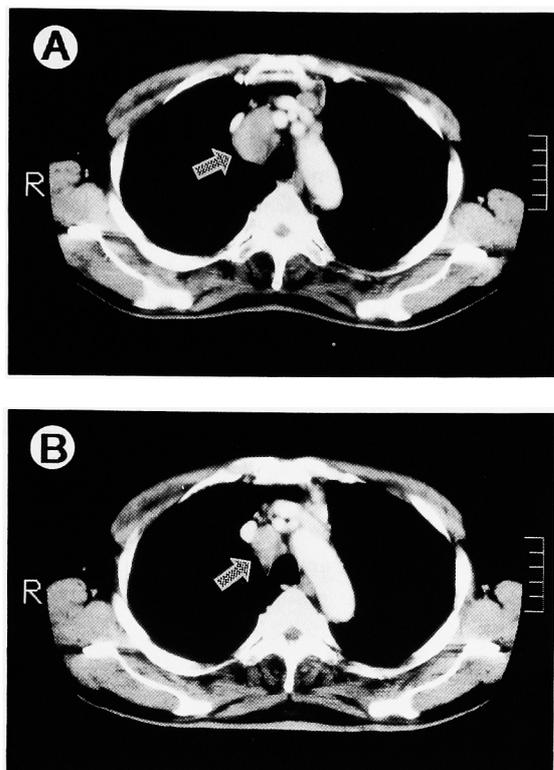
Case 10: Computerized tomography before (A) and after (B) chemotherapy shows marked regression of mediastinal lymph node metastasis (arrow).
